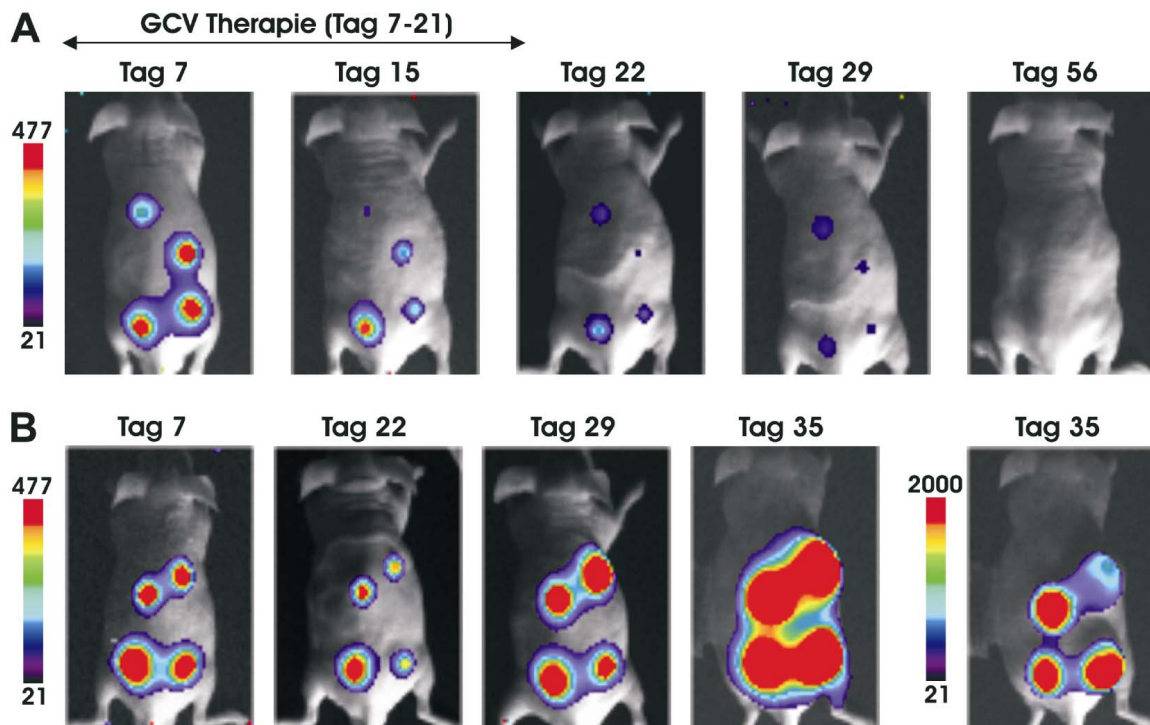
Biolumineszenz-Imaging von Nacktmäusen, denen jeweils vier HSV-TK-Luciferase exprimierende U87MG-Gliome subkutan implantiert worden waren. A, Maus, die 14 Tage lang Ganciclovir intraperitoneal erhielt. B, Kontrollmaus, die unbehandelt blieb und wegen massiven Tumorwachstums nach der letzten Aufnahme getötet werden musste. (Publikation 2)
